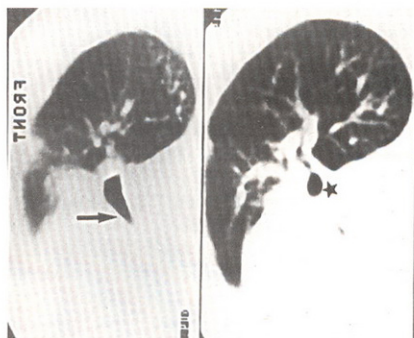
caso 2: tomografía computarizada que evidencia la tráquea (estrella) y el bronquio fuente izquierdo amputado (seta).
